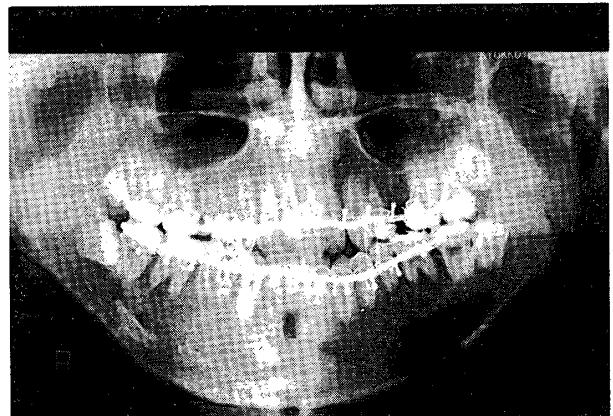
Bone fracture (orthopantomography).
